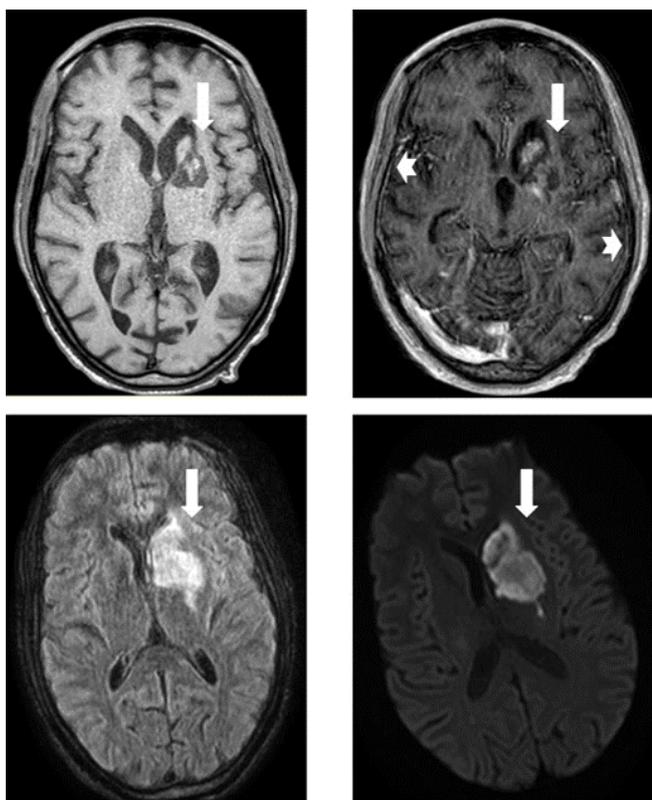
RM en secuencia T1 (A), T1 gadolinio (B), FLAIR (C), y difusión (D) donde se muestra el infarto en territorio de la arteria recurrente izquierda (flechas); así como reforzamiento meníngeo con puntas de flecha.
